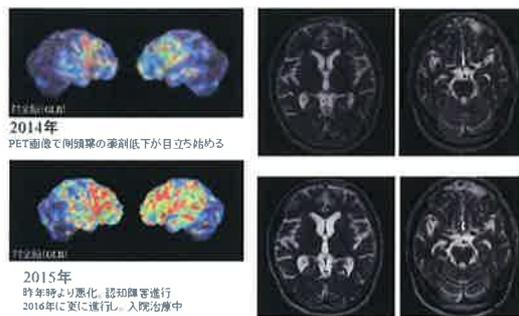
VS-RADが正常で、FDG-PETでのみ異常を呈した例②
